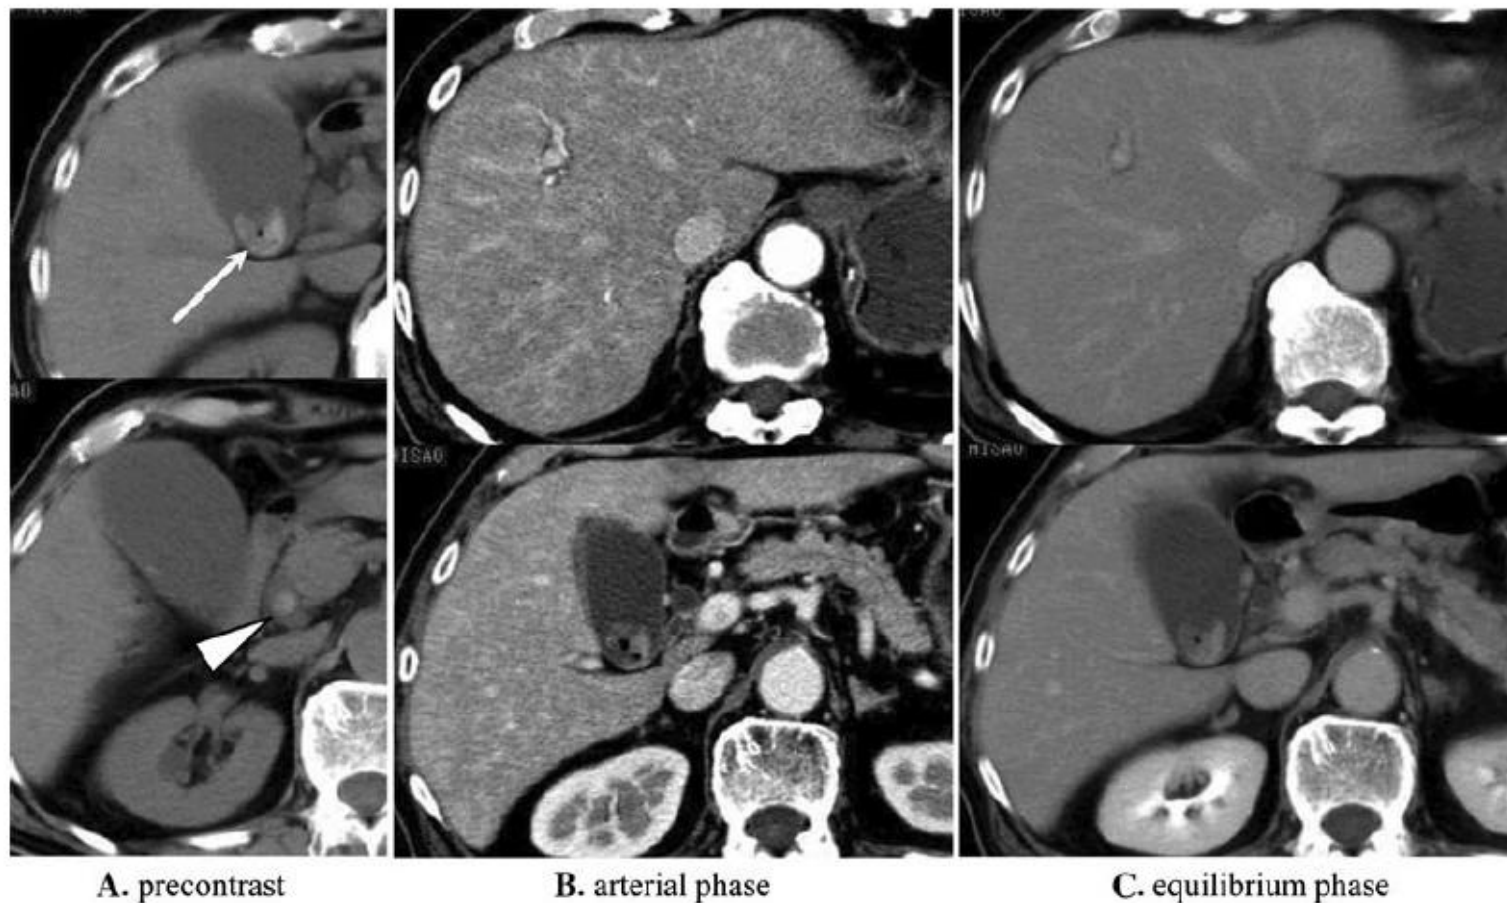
CT demonstrating acute cholangitis with gallstone and common bile duct stone (74-year-old female). Precontrast CT (a) shows gallstone (*arrow*) and common bile duct stone (*arrowhead*). The arterial phase of contrast-enhanced dynamic CT (b) shows
